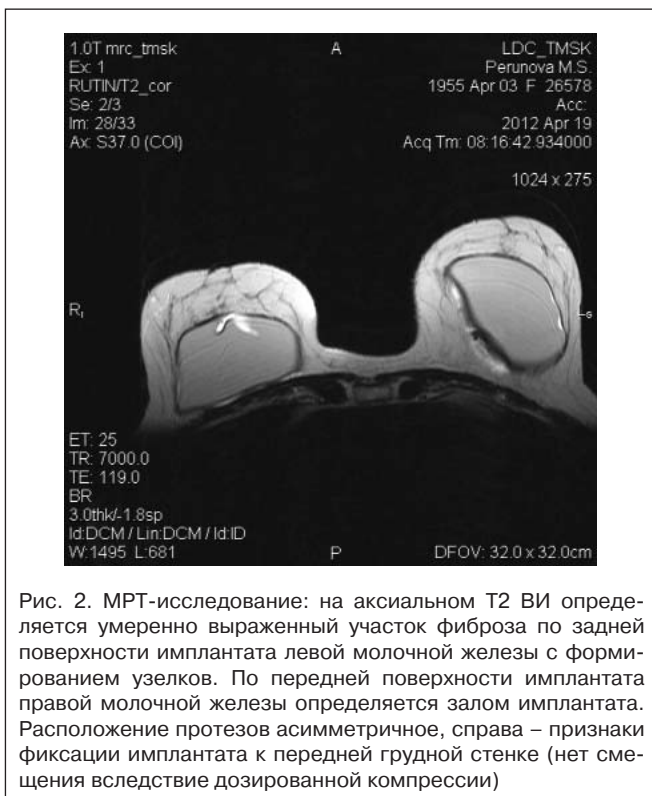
МРТ-исследование: на аксиальном T2 ВИ определяется умеренно выраженный участок фиброза по задней поверхности имплантата левой молочной железы с формированием узелков. По передней поверхности имплантата правой молочной железы определяется залом имплантата. Расположение протезов асимметричное, справа – признаки фиксации имплантата к передней грудной стенке (нет смещения вследствие дозированной компрессии)
